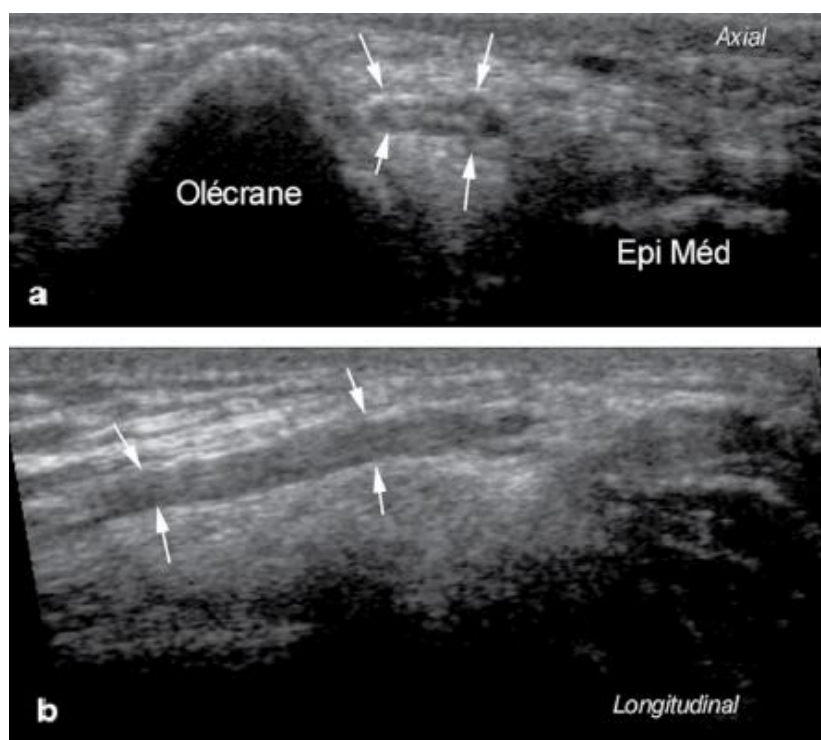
Coupes d'échographie axiale (a) et longitudinale (b) qui retrouve le nerf ulnaire (→) logé dans sa gouttière entre l'épicondyle médial et l'olécrâne. [70]
